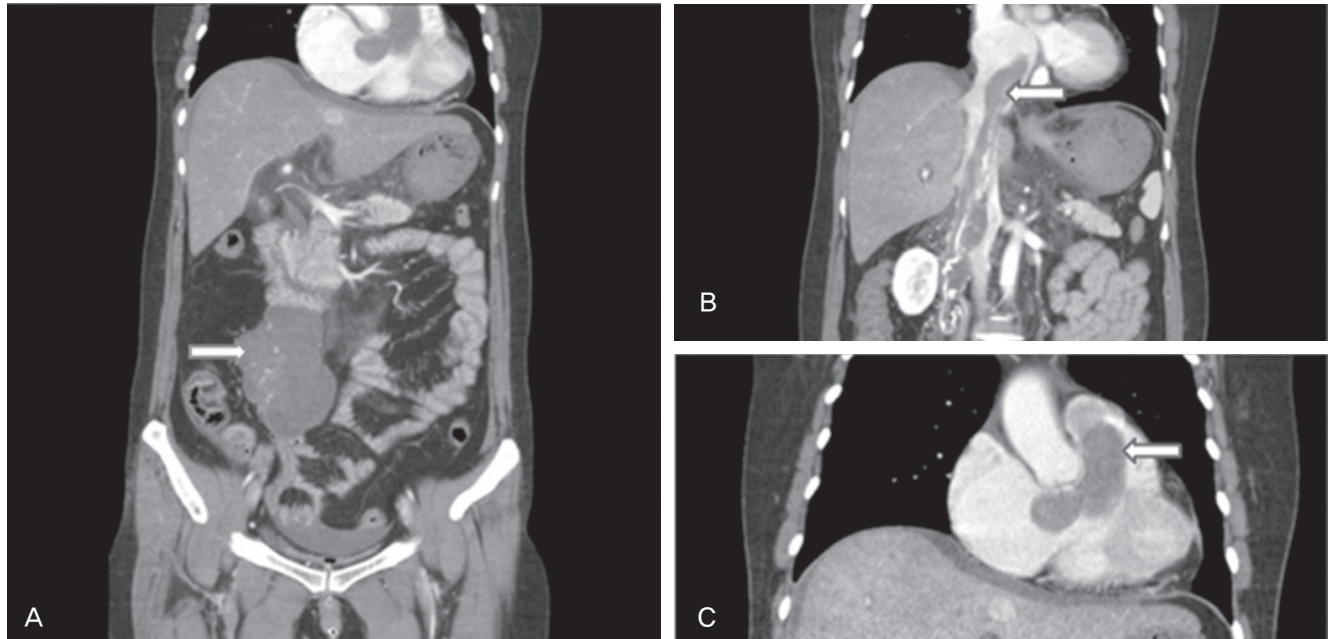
(A) Abdominal computed tomography (CT) showing mass (arrow) in the abdominal cavity. (B) Abdominal CT showing mass in the inferior vena cava. (C) Chest CT showing mass on right atrium and main pulmonary artery.
